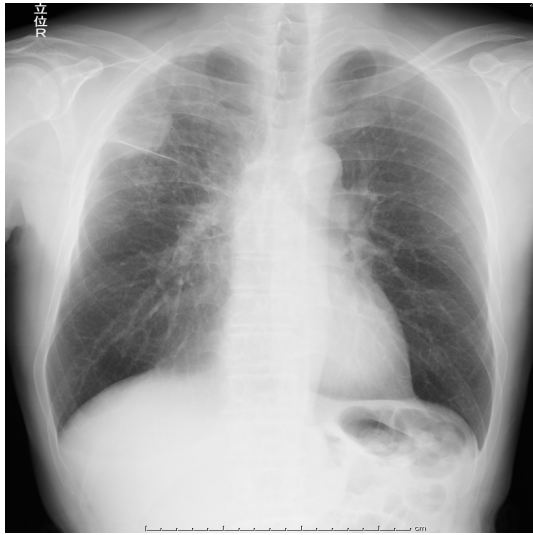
Chest X-ray showing a mass lesion in the right upper lung field.
